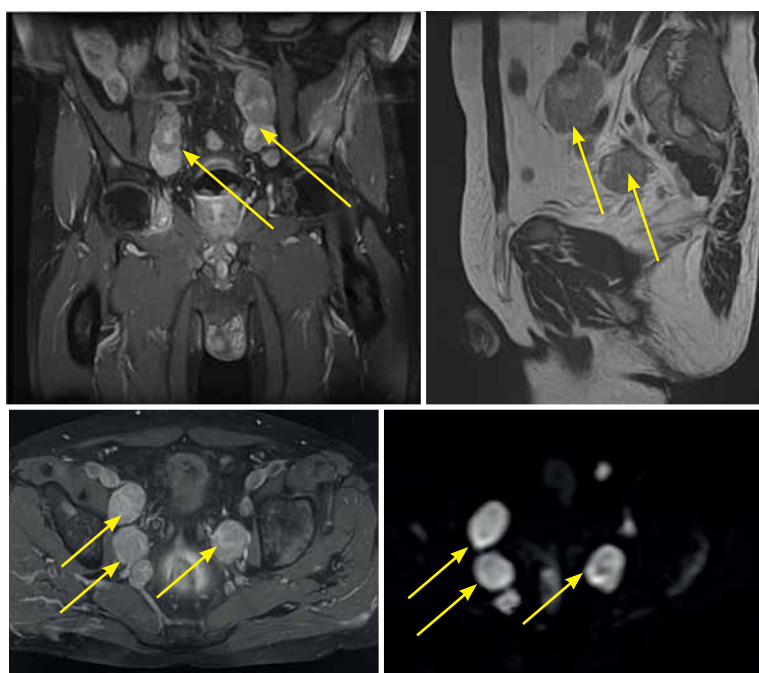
Магнитно-резонансная томограмма органов малого таза (от 19.09.2017): экстракапсулярная инвазия (стрелка)
